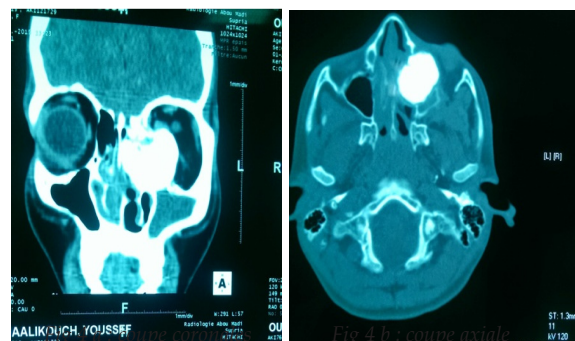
(a et b) : TDM de la face en coupes coronales et axiales montre la masse calcifiée du sinus fronto-éthmoïdal s'étendant à l'orbite droite.
